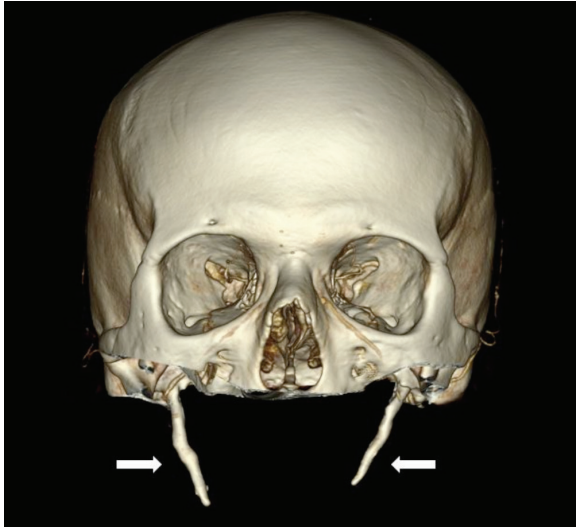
Bilateral elongated styloid process on 3D CT image
